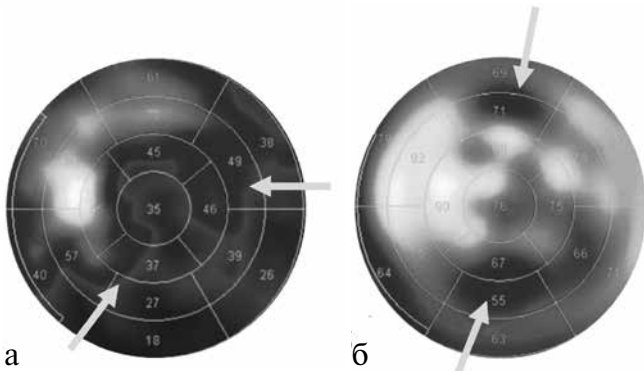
Сцинтиграммы пациента с длительно персистирующей формой фибрилляции предсердий: а – отсроченная сцинтиграмма с ¹²³I-МИБГ; б – сцинтиграмма с ^{99m}Tc-МИБИ. Области нарушения регионарной симпатической активности и миокардиальной перфузии обозначены стрелками.
